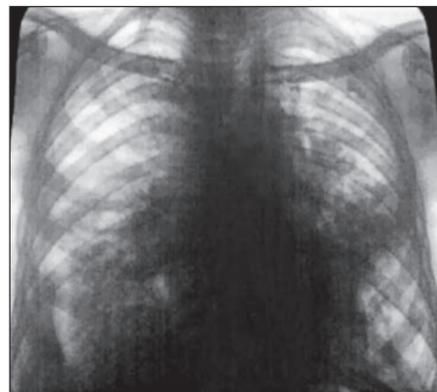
Рентгенограма грудної клітки хворого Б. при поступленні в облгубдиспансер
